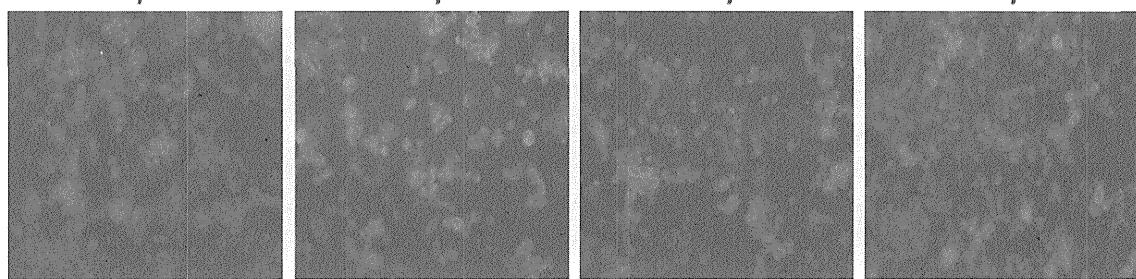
Photographs and reactive oxygen species (ROS) formation in B65 cells exposed to 2CT-7 (final concentration: 0, 50, 100, 250 μM) for 3 hours. Mitochondrial ROS formation was detected by MitoTracker (CM-H₂XRos). Lower panel shows changes in fluorescence intensity of MitoTracker at 3 hours after 2CT-7 exposure. *p<0.05 vs. control (0 μM) group.
